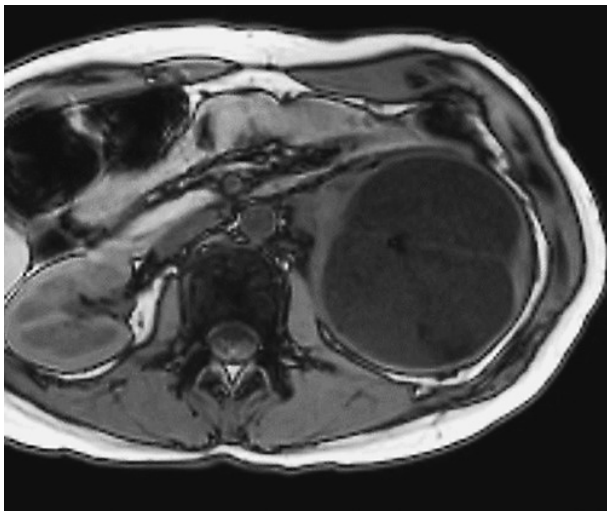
MRI reveals the tumor to have a fatty component out of phase on T1-weighted imaging.
